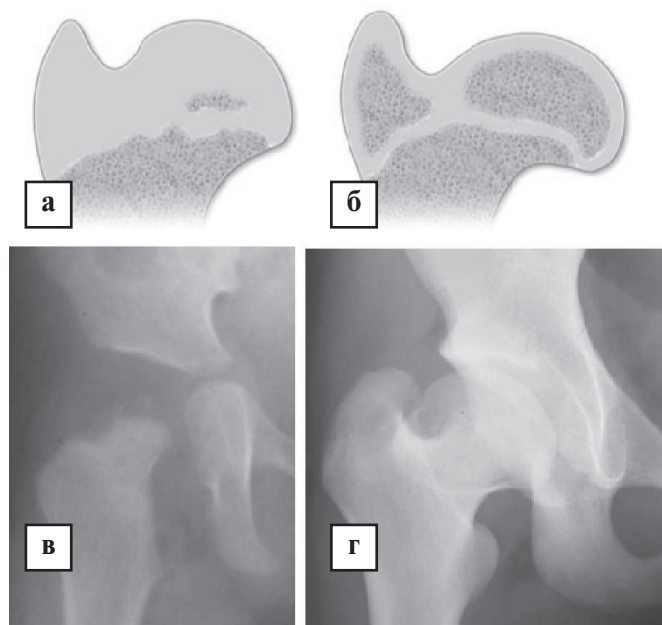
Розвиток ПВС при 4 типі АНГСК за Kalamchi-MacEwen: а, в – початкові рентгенометричні прояви з тотальним ураженням головки та шийки стегнової кістки; б, г – наслідки АНГСК з високим положенням великого вертела, вкороченням шийки та головки стегнової кістки.
